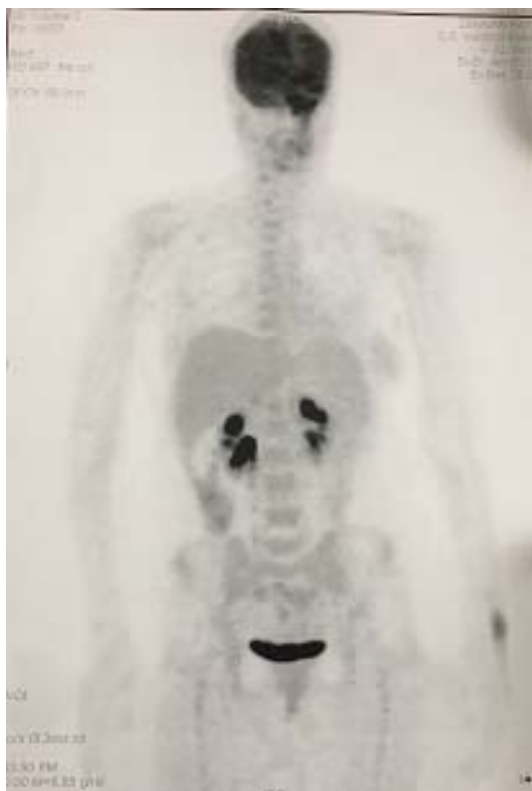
IMAGES DE PET/CT A FDG OBJECTIVANT UN PARAGANGLIOME CAROTIDIEN GAUCHE INFILTRANT LA BASE DU CRANE AVEC ABSENCE D'AUTRES FOYERS A DISTANCE [139]
